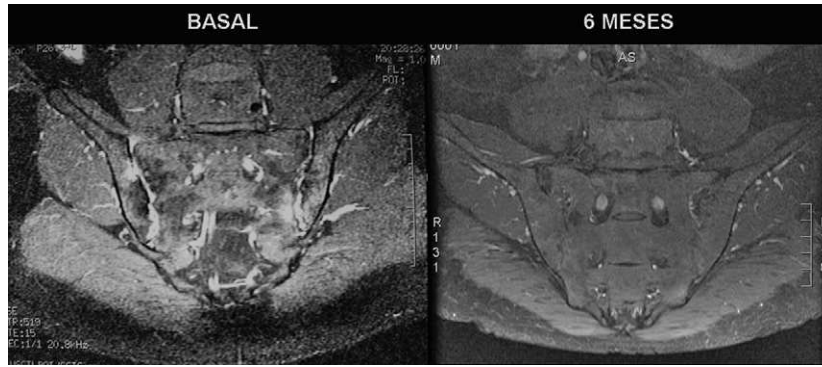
Respuesta al tratamiento con adalimumab. Sacroileítis bilateral en resonancia basal que desaparece a los 6 meses de comenzar el tratamiento con adalimumab.
